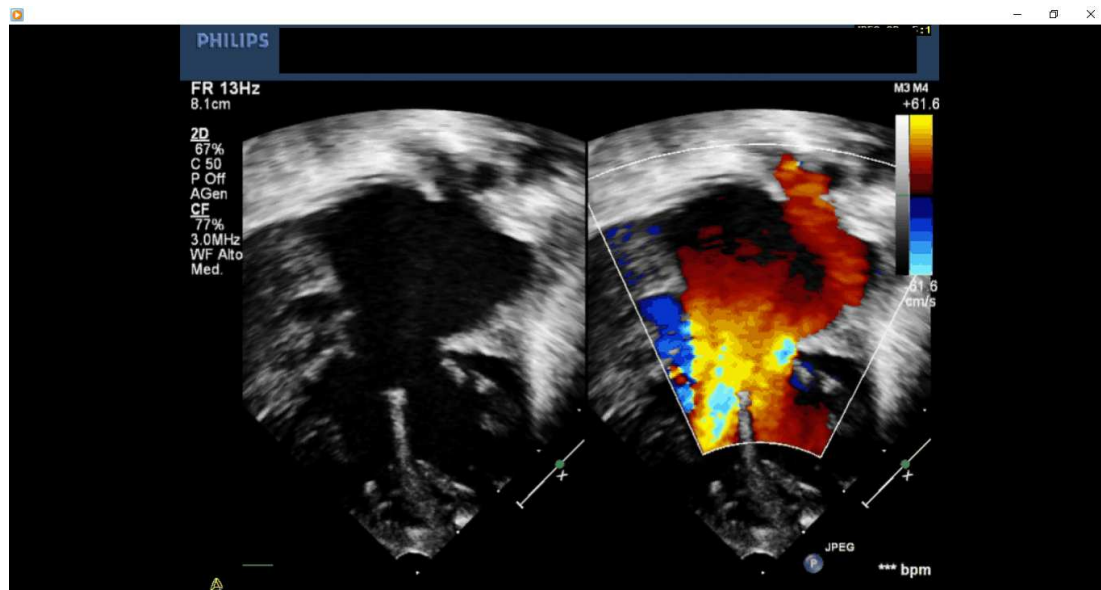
Ecocardiogramma color-Doppler, proiezione 4 camere apicale di canale atrio-ventricolare completo con lieve dominanza destra.
